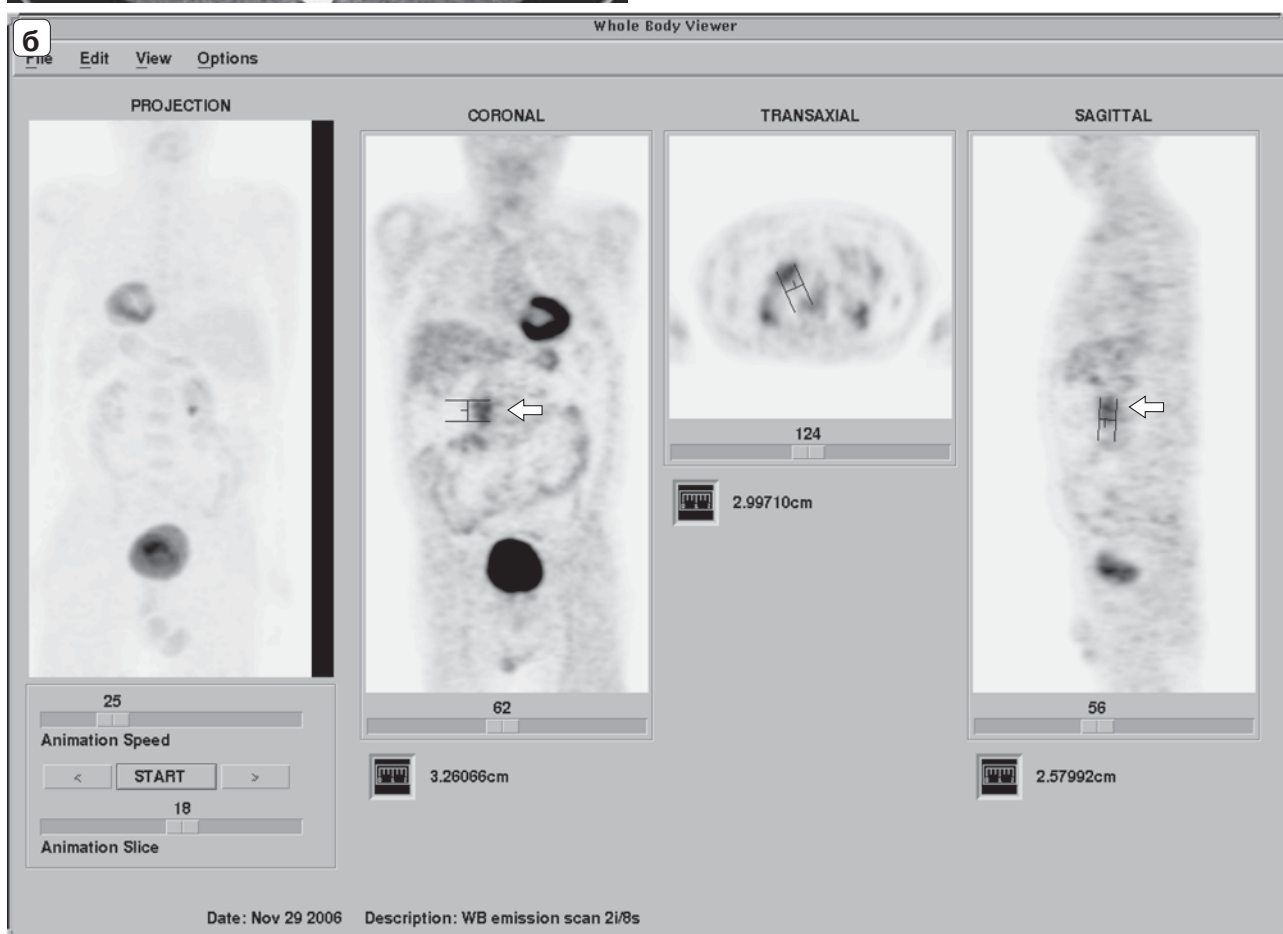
Рак головки поджелудочной железы: а — компьютерная томограмма, видна неоднородность головки ПЖ за счет новообразования (стрелка); б — позитронно-эмиссионная томограмма, в головке ПЖ признаки злокачественной опухоли с коэффициентом накопления радиофармпрепарата до 3.22 (стрелки).
